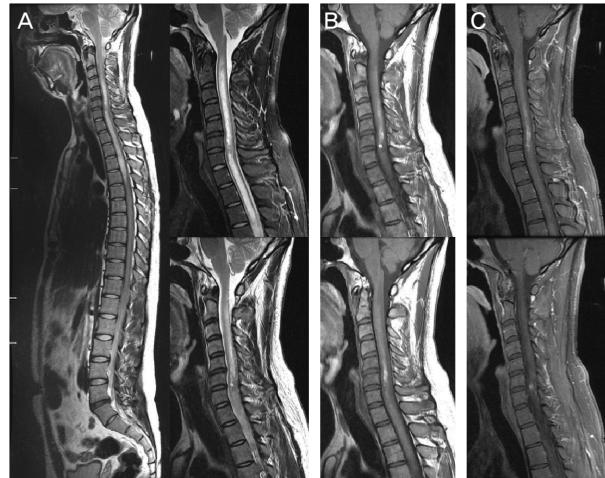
Spinal MRI. (A) There are increased T2-weighted signal intensities of spinal cord at C1-T4 (B) T1-weighted MRI shows the hyperintense lesion at C2-T1, suggesting myelopathy with hemorrhage. (C) Hemorrhagic lesions are enhanced on Gadolinium enhanced T1-weighted MRI.
